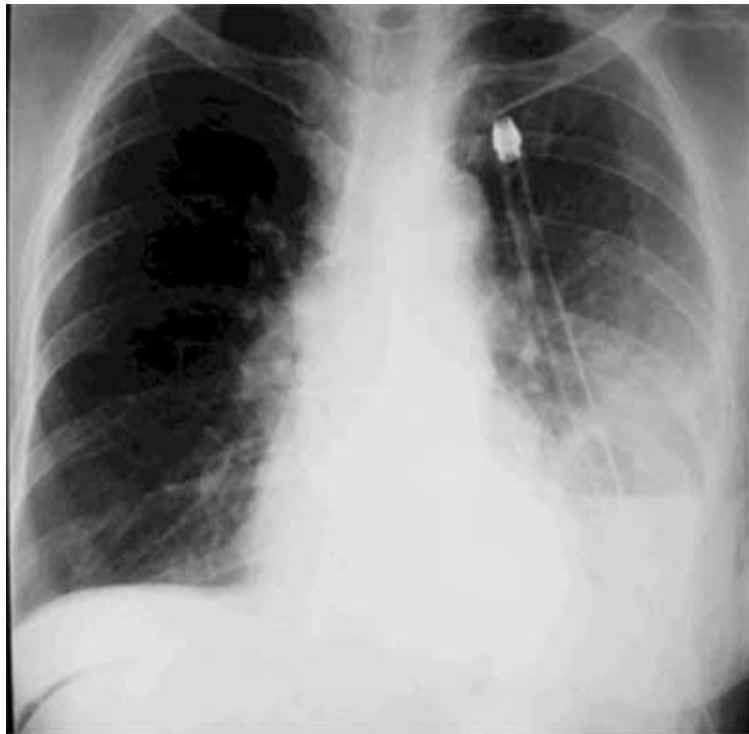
Radiografía Tele de tórax control posoperatorio. Se evidencia tubo torácico con re expansión pulmonar y el cardiomesdiastino en su eje normal.
